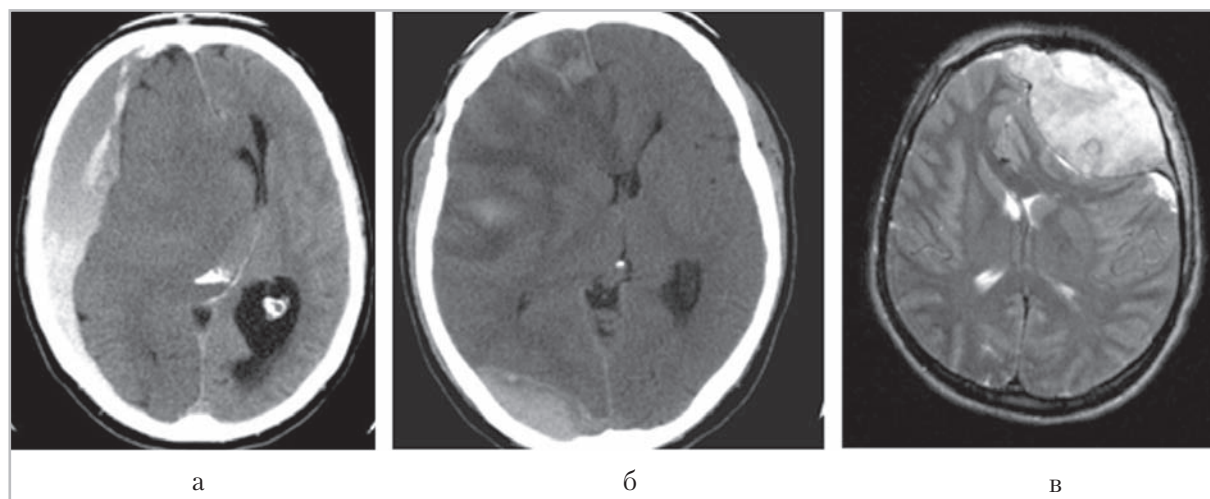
Компьютерные томограммы: *а* — острая субдуральная гематома правого полушария объемом 240 мл с дислокацией срединных структур; *б* — ушиб правой лобной доли с выраженным перифокальным отеком, острая эпидуральная гематома правой затылочной области; *в* — магнитно-резонансная томограмма — острая эпидуральная гематома левой лобной области
